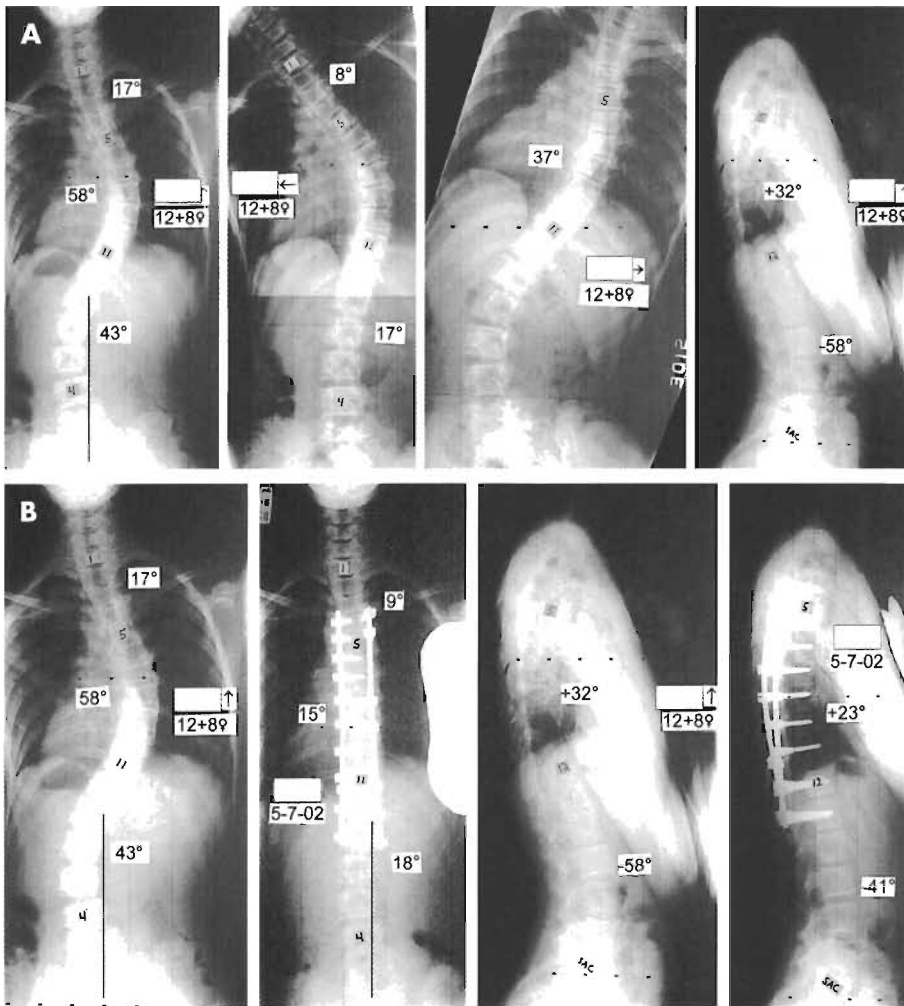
Radiografías de una chica de 12 años con una EIA lumbar de 43°, una curva PT de 17° y una curva MT de 43°. A. La prueba de lateralización izquierda muestra como la curva PT disminuye hasta 81° y la lumbar hasta 17°. La prueba de lateralización derecha muestra cómo disminuye la curva MT hasta 37°. La cifosis T5-T12 es de +32°, por lo que el modificador sagital es «N». La línea vertical sacra central cae justo por fuera de los pedículos apicales lumbares, por lo que el modificador lumbar es C. Las curvas PT y lumbar no son estructurales, por lo que según la clasificación de Lenke la curva será 1CN. B. Para corregir la curva MT hasta 15° y conseguir un excelente balance global coronal y sagital se le realizó a la paciente una fusión e instrumentación segmentaria con tornillos pediculares desde T4 hasta L1.
